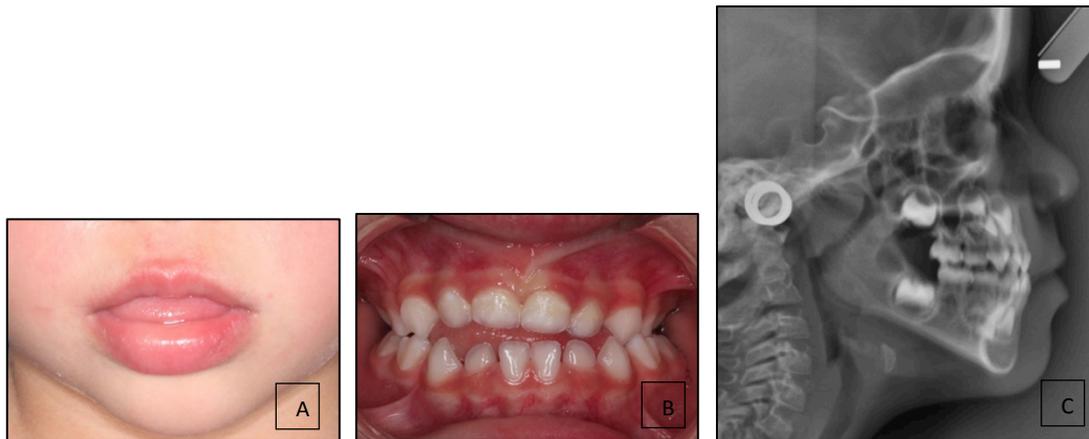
A y B. Posición lingual adelantada en reposo. C. En la radiografía lateral de cráneo se observa una vía aérea superior estrecha por hipertrofia de amígdalas palatinas y faríngeas.
